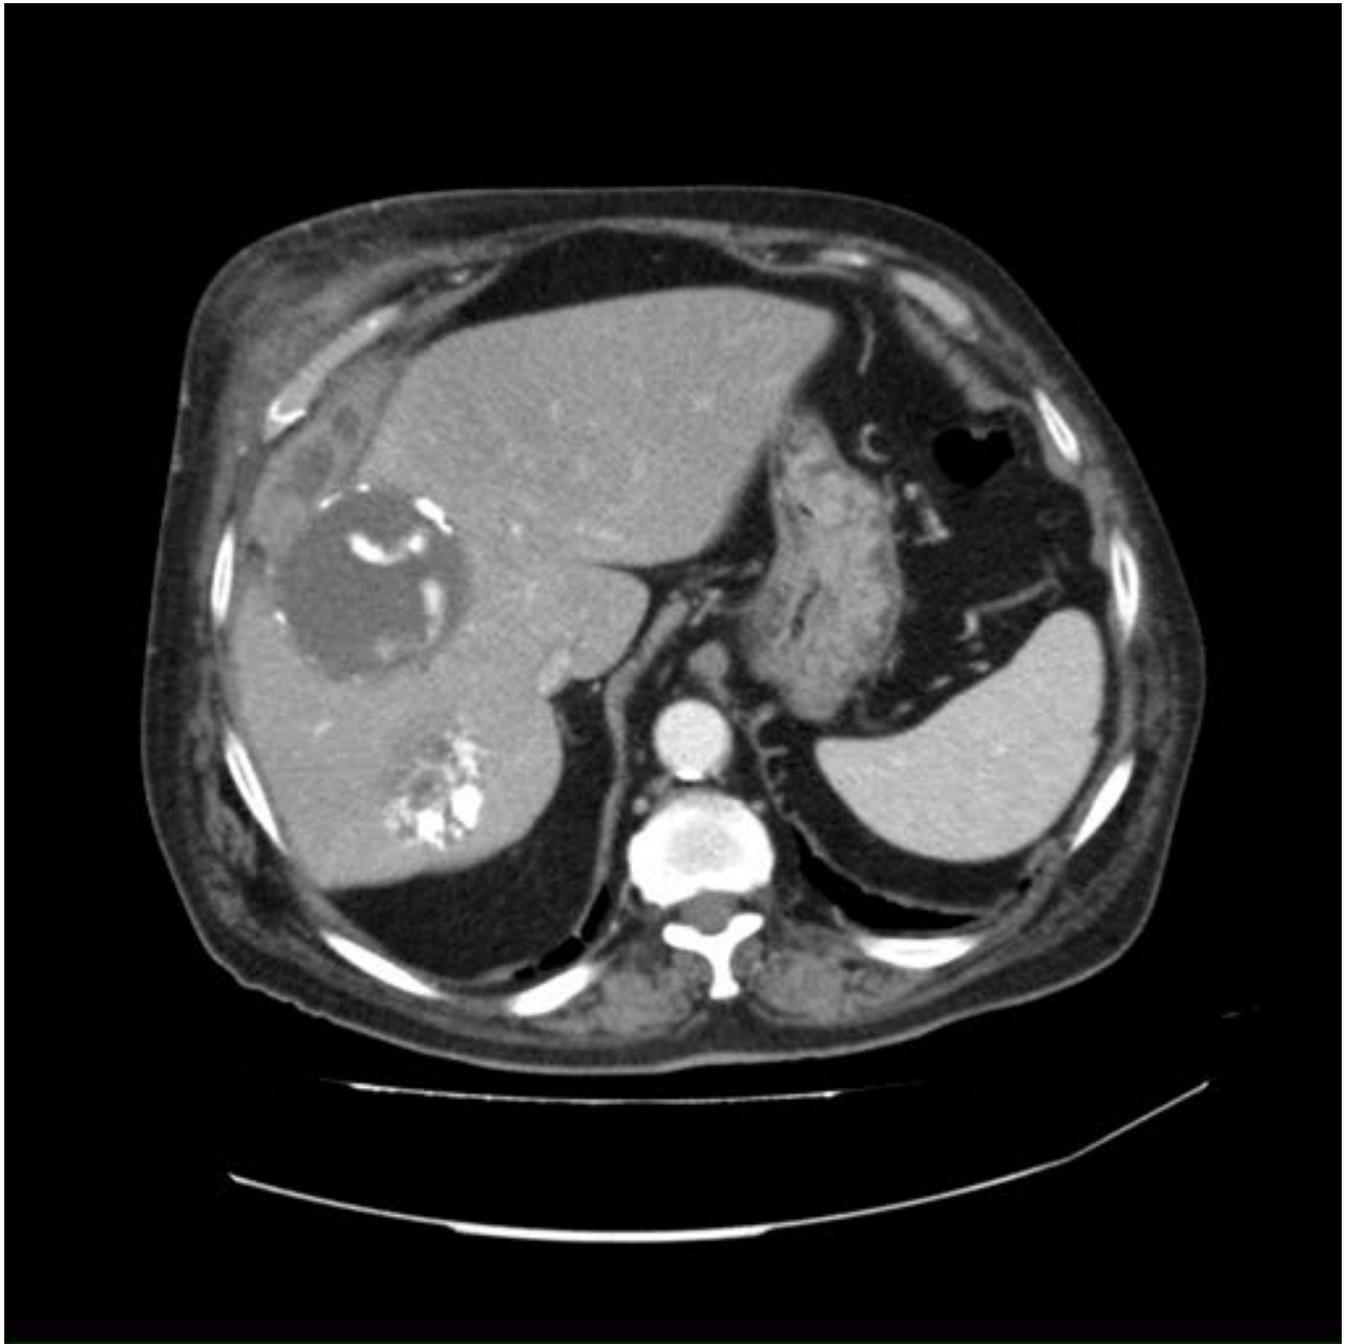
Reconstrucciones oblicuas de TC con civ en proyección axial (A) y coronal (B) así como imágenes de RM potenciadas en T2 con saturación grasa en proyección axial (C) y T2 coronal sin supresión grasa (D). Se observa la comunicación de un quiste hidatídico que tiene las paredes parcialmente calcificadas con la circulación venosa portal.
